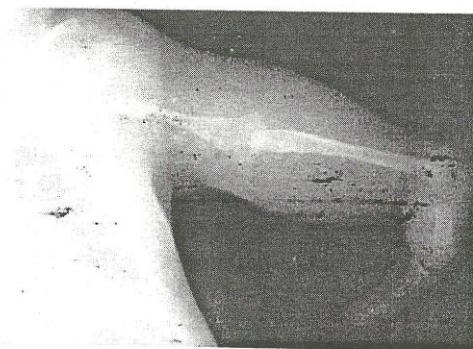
Radiographie du membre thoracique du Patient N°3 montrant une malformation associée sous forme d'ectromélie à type d'agénésie radiale, d'ectrophalangie et d'unidactylie
